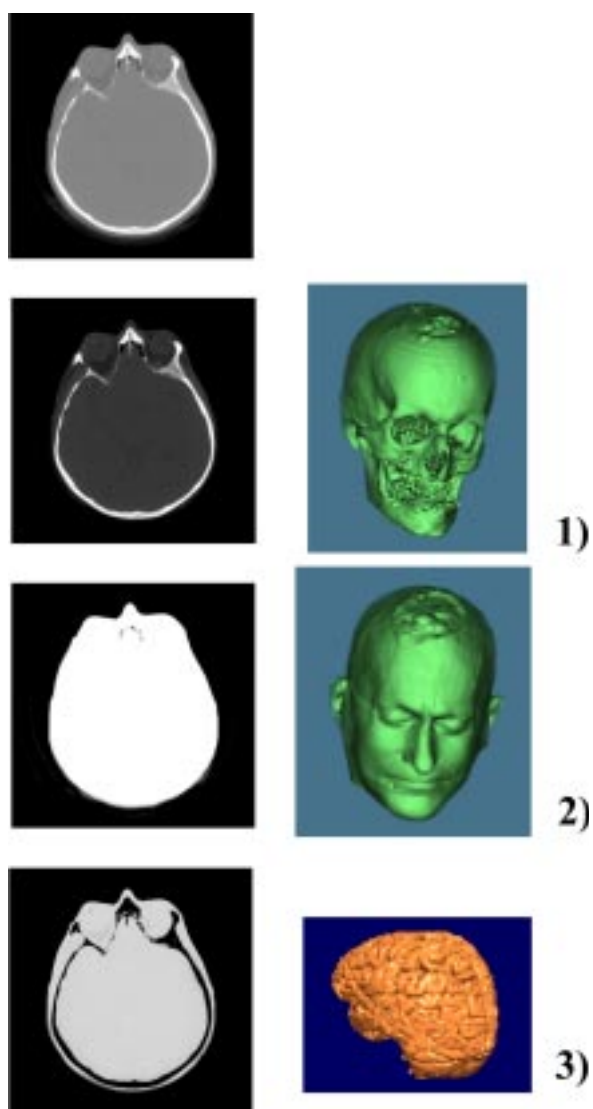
Томограмма, полученная на рентгеновском компьютерном томографе (вверху) и примеры преобразования томограммы для построения 1) черепа пациента, 2) его головы и 3) мозга. Типичный результат томографического исследования — 50-400 томограмм.
